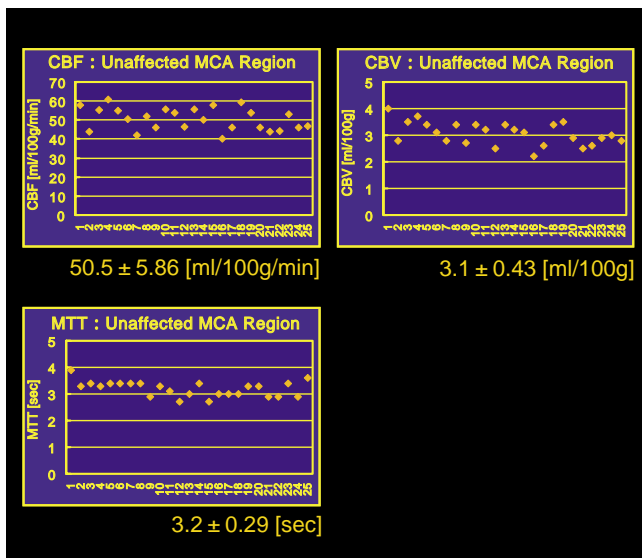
当施設でのCT-P施行25例のCBF、CBV、MTT
